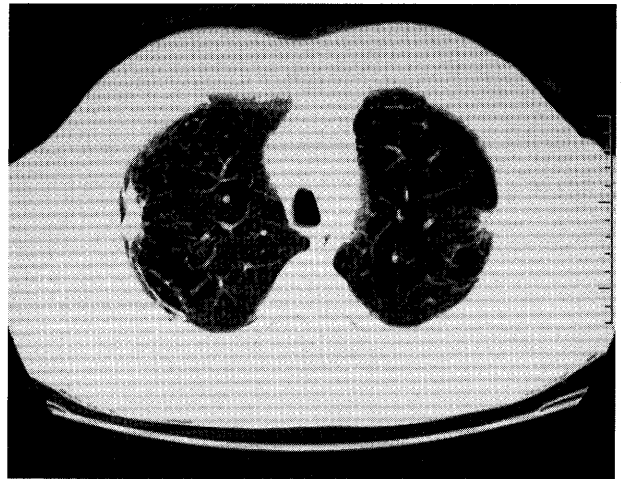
Chest CT showed nodules on both sides in the upper lobes.
